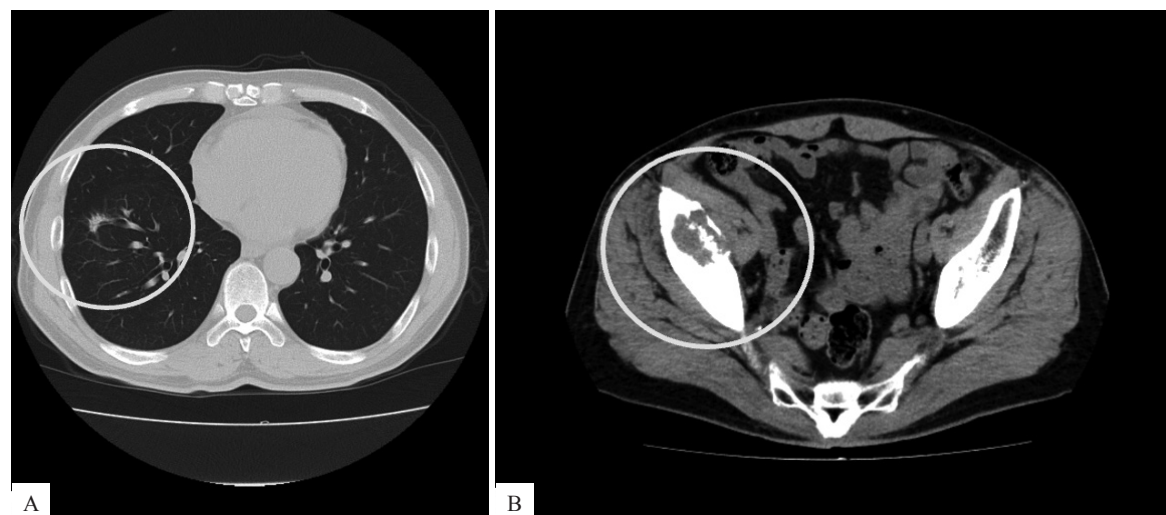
アベルマブ使用後の単純CT所見 (A, B)
